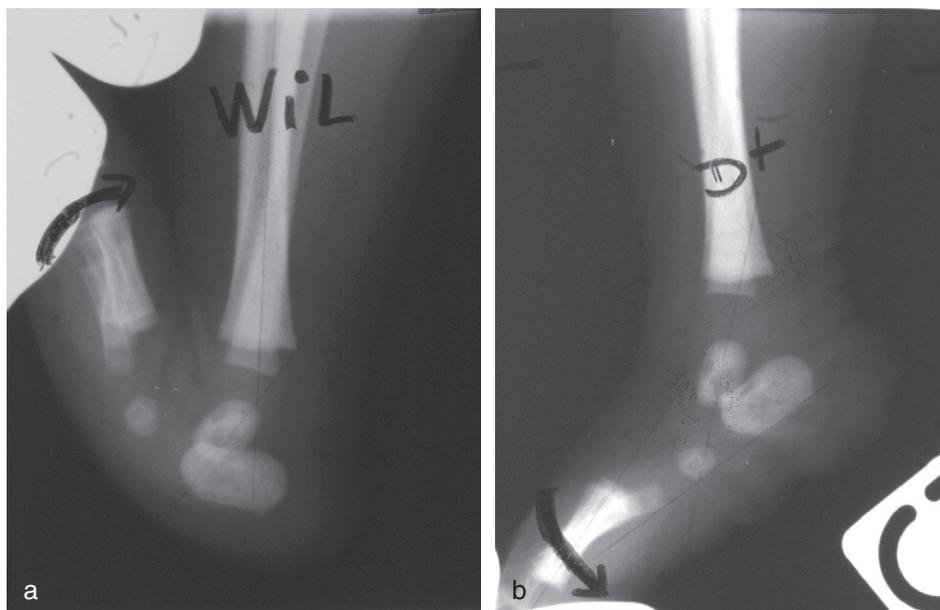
Radiographies « dynamiques » de profil en flexion dorsale (a) et en flexion plantaire (b) permettant de faire le diagnostic de luxation irréductible talonaviculaire, même chez un nouveau-né.
